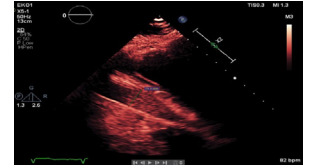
Echocardiography 2.
